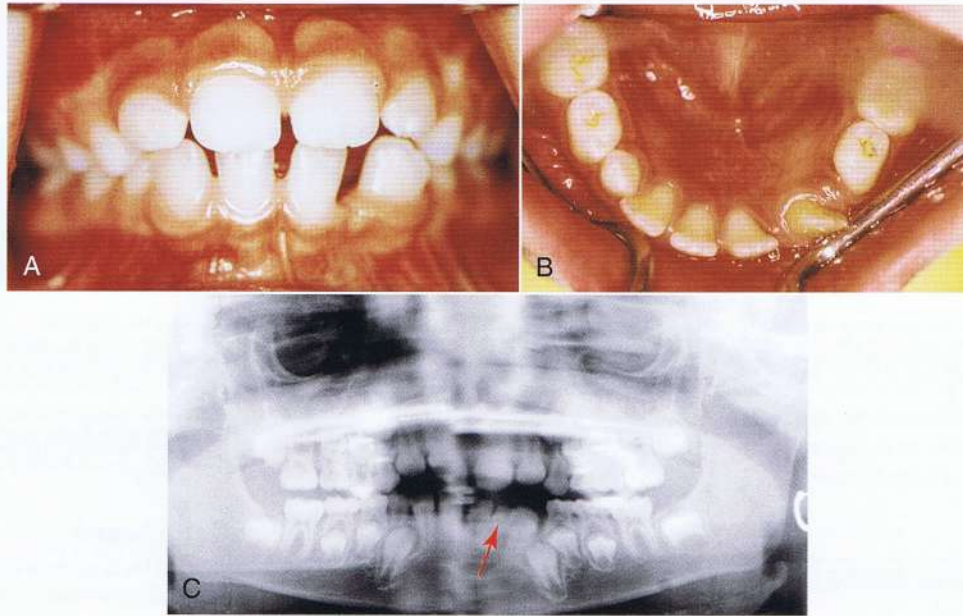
Erupción ectópica del incisivo lateral inferior izquierdo. A, la erupción distal del incisivo lateral inferior exfolió el canino izquierdo temporal en vez del incisivo lateral inferior temporal. B, el espacio para el canino izquierdo permanente es sumamente reducido. C, las radiografías panorámicas muestran que el incisivo lateral izquierdo todavía está presente (*flecha*) de manera mesial al incisivo lateral inferior izquierdo permanente. La erupción del canino inferior izquierdo permanente está obstaculizada.
